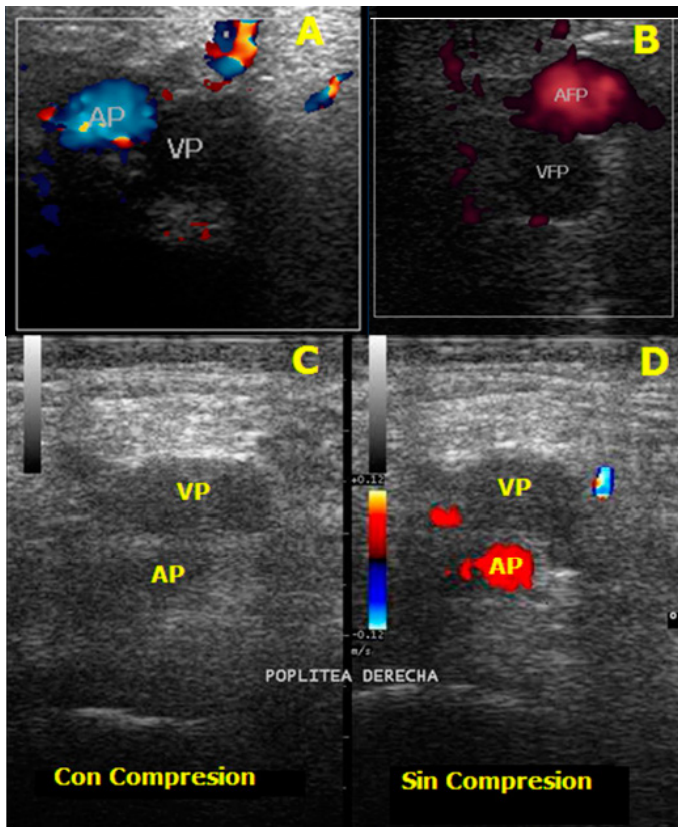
Eco-doppler de miembros inferiores del paciente realizado en el servicio de Emergencia
